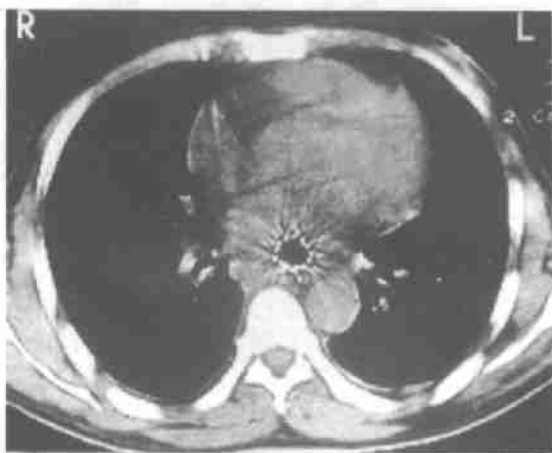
6 月后作 CT 检查: 支架管腔通畅, 食管周围区显示肿瘤病灶。
